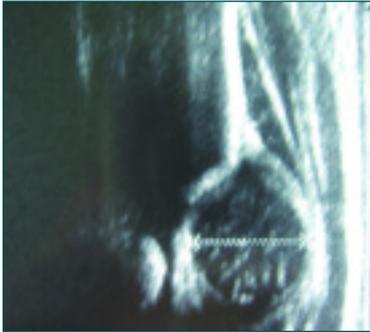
Ecografia normal
